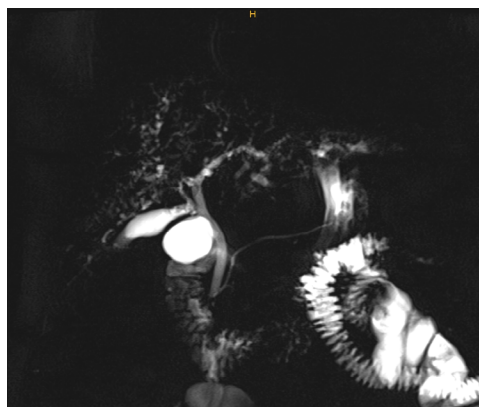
Colangiografía por resonancia magnética. Severa desestructuración de la vía biliar intrahepática, con dilataciones y estenosis.
